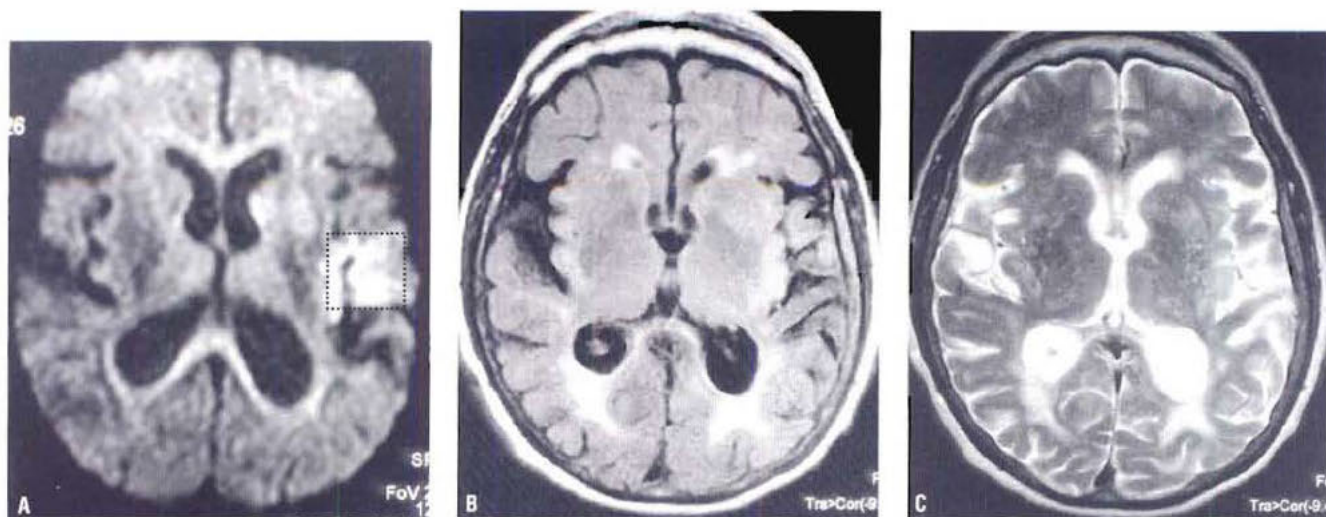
Ischémie aiguë, chez un patient présentant une ischémie cérébrale chronique, hospitalisé pour une aphasie d'apparition brutale. L'IRM en séquence de diffusion montre clairement l'ischémie aiguë à la partie postérieure de la région sylvienne (hypersignal encadré). (B) La séquence T2 et (C) la séquence FLAIR au même niveau ne détectent pas cette anomalie. Les hypersignaux confluents de la substance blanche et les lésions punctiformes des noyaux gris centraux sont liés à l'ischémie chronique.
